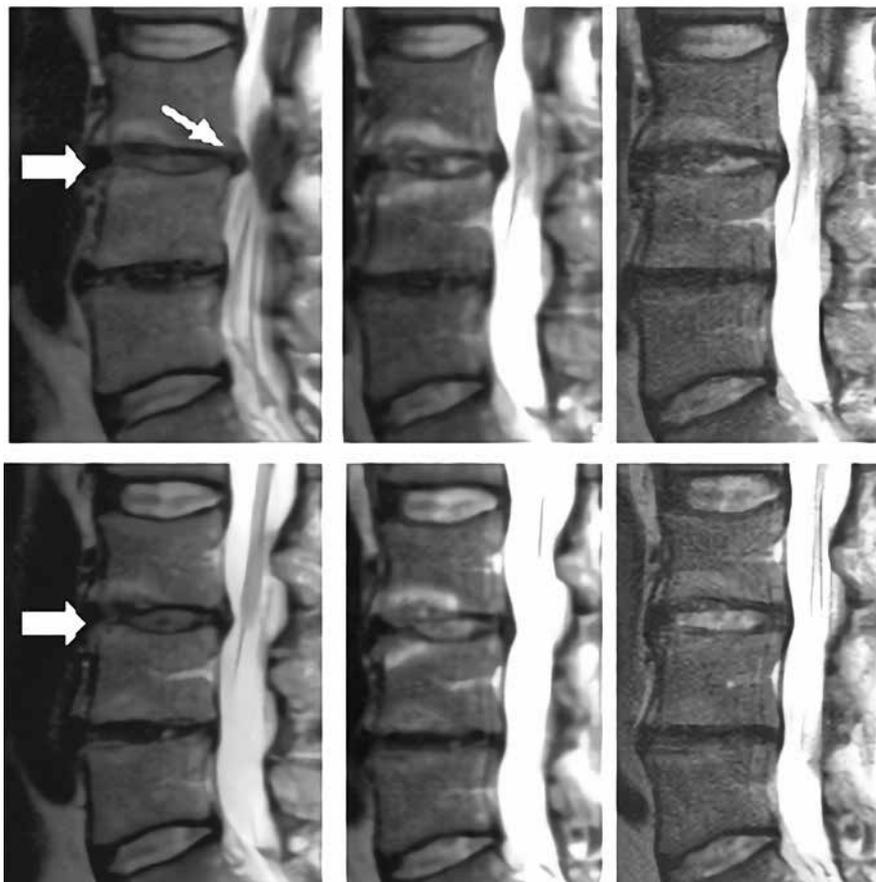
Регенерация диска хряща в течение двухлетнего приема пищевых добавок. Т2-взвешенные магнитно-резонансные изображения поясничного отдела позвоночника, снятые в сентябре 1999 (начало курса приема пищевых добавок), 2000 и 2001 гг. Отмечается увеличение сигналов МРТ на диске L3–4 (утолщение рядов) и исчезновение фокальной протрузии (уменьшение толщины ряда) данного диска. Отмечается также, что состояние полностью дегенерированного диска L4–5 оставалось неизменным. Верхние пластины и нижние пластины представляют два последовательных изображения плоскостей на расстоянии 4 мм
